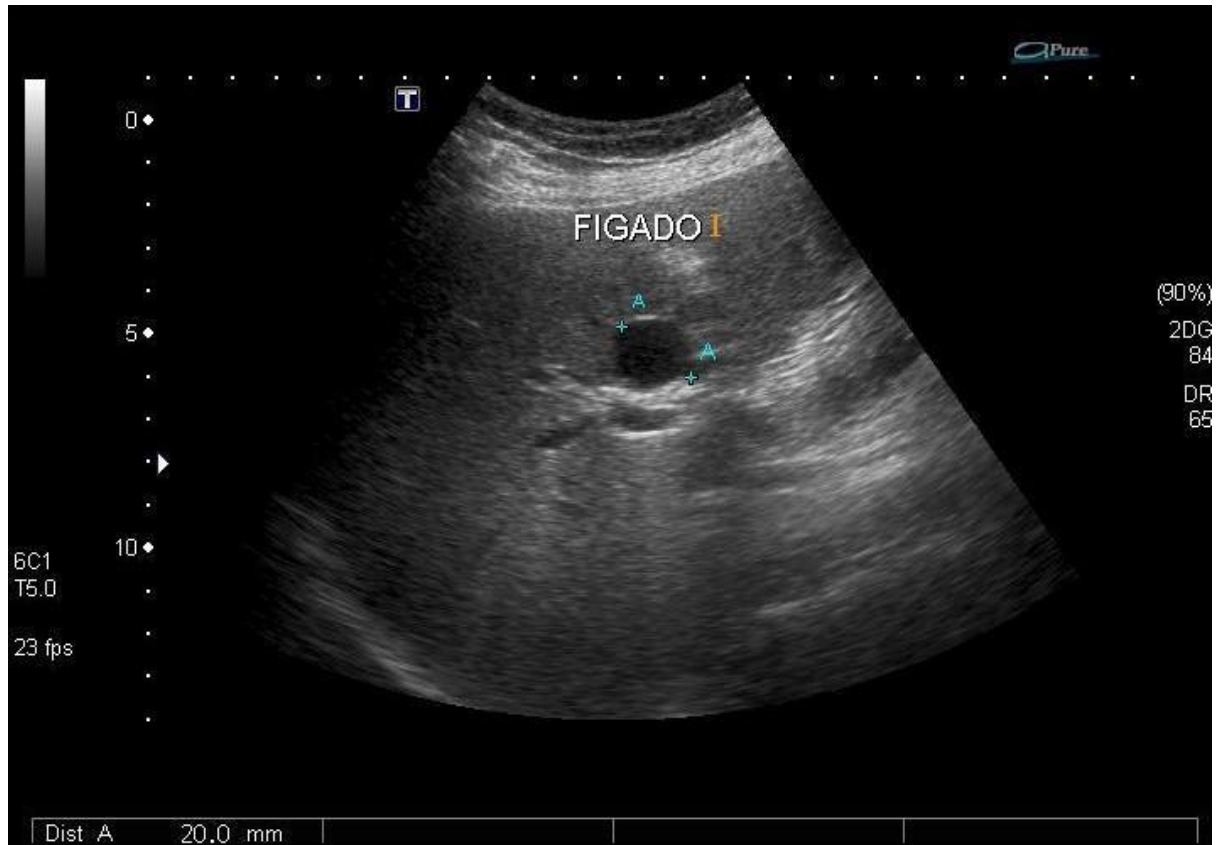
Ecografia demonstrando cisto junto ao ramo direito da veia porta.
